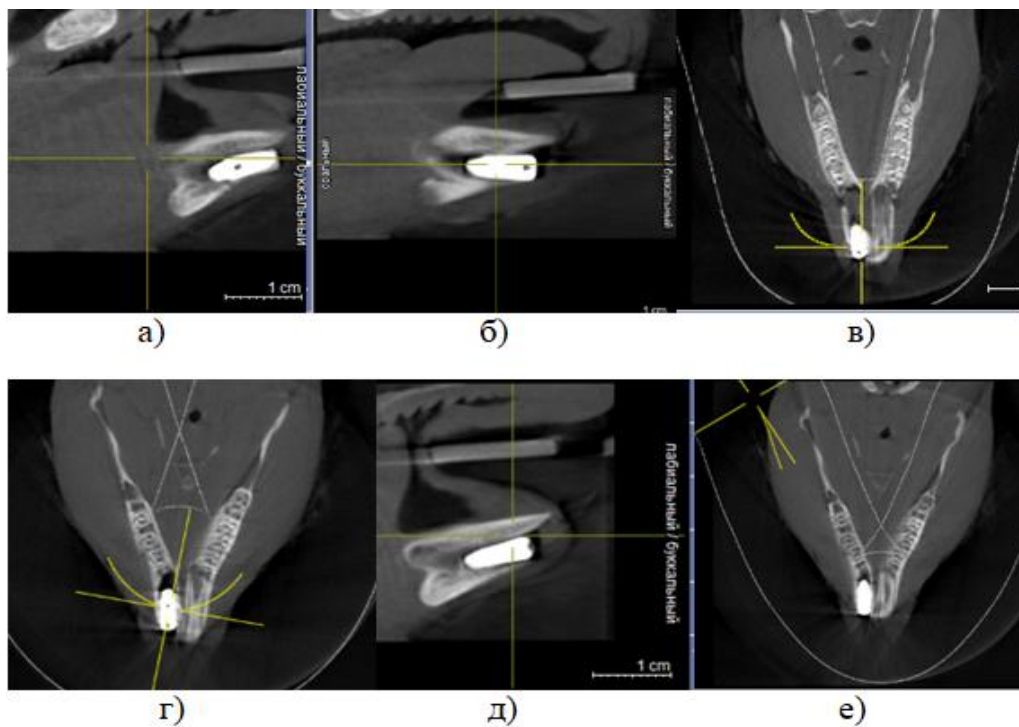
Конусно-лучевая компьютерная томография челюстей животных 2-й и 3-ей групп через 14 суток после дентальной имплантации: а) 2А подгруппы, б) 2Б подгруппы, в) 2В подгруппы; г) 3А подгруппы, д) 3Б подгруппы, е) 3В подгруппы.
